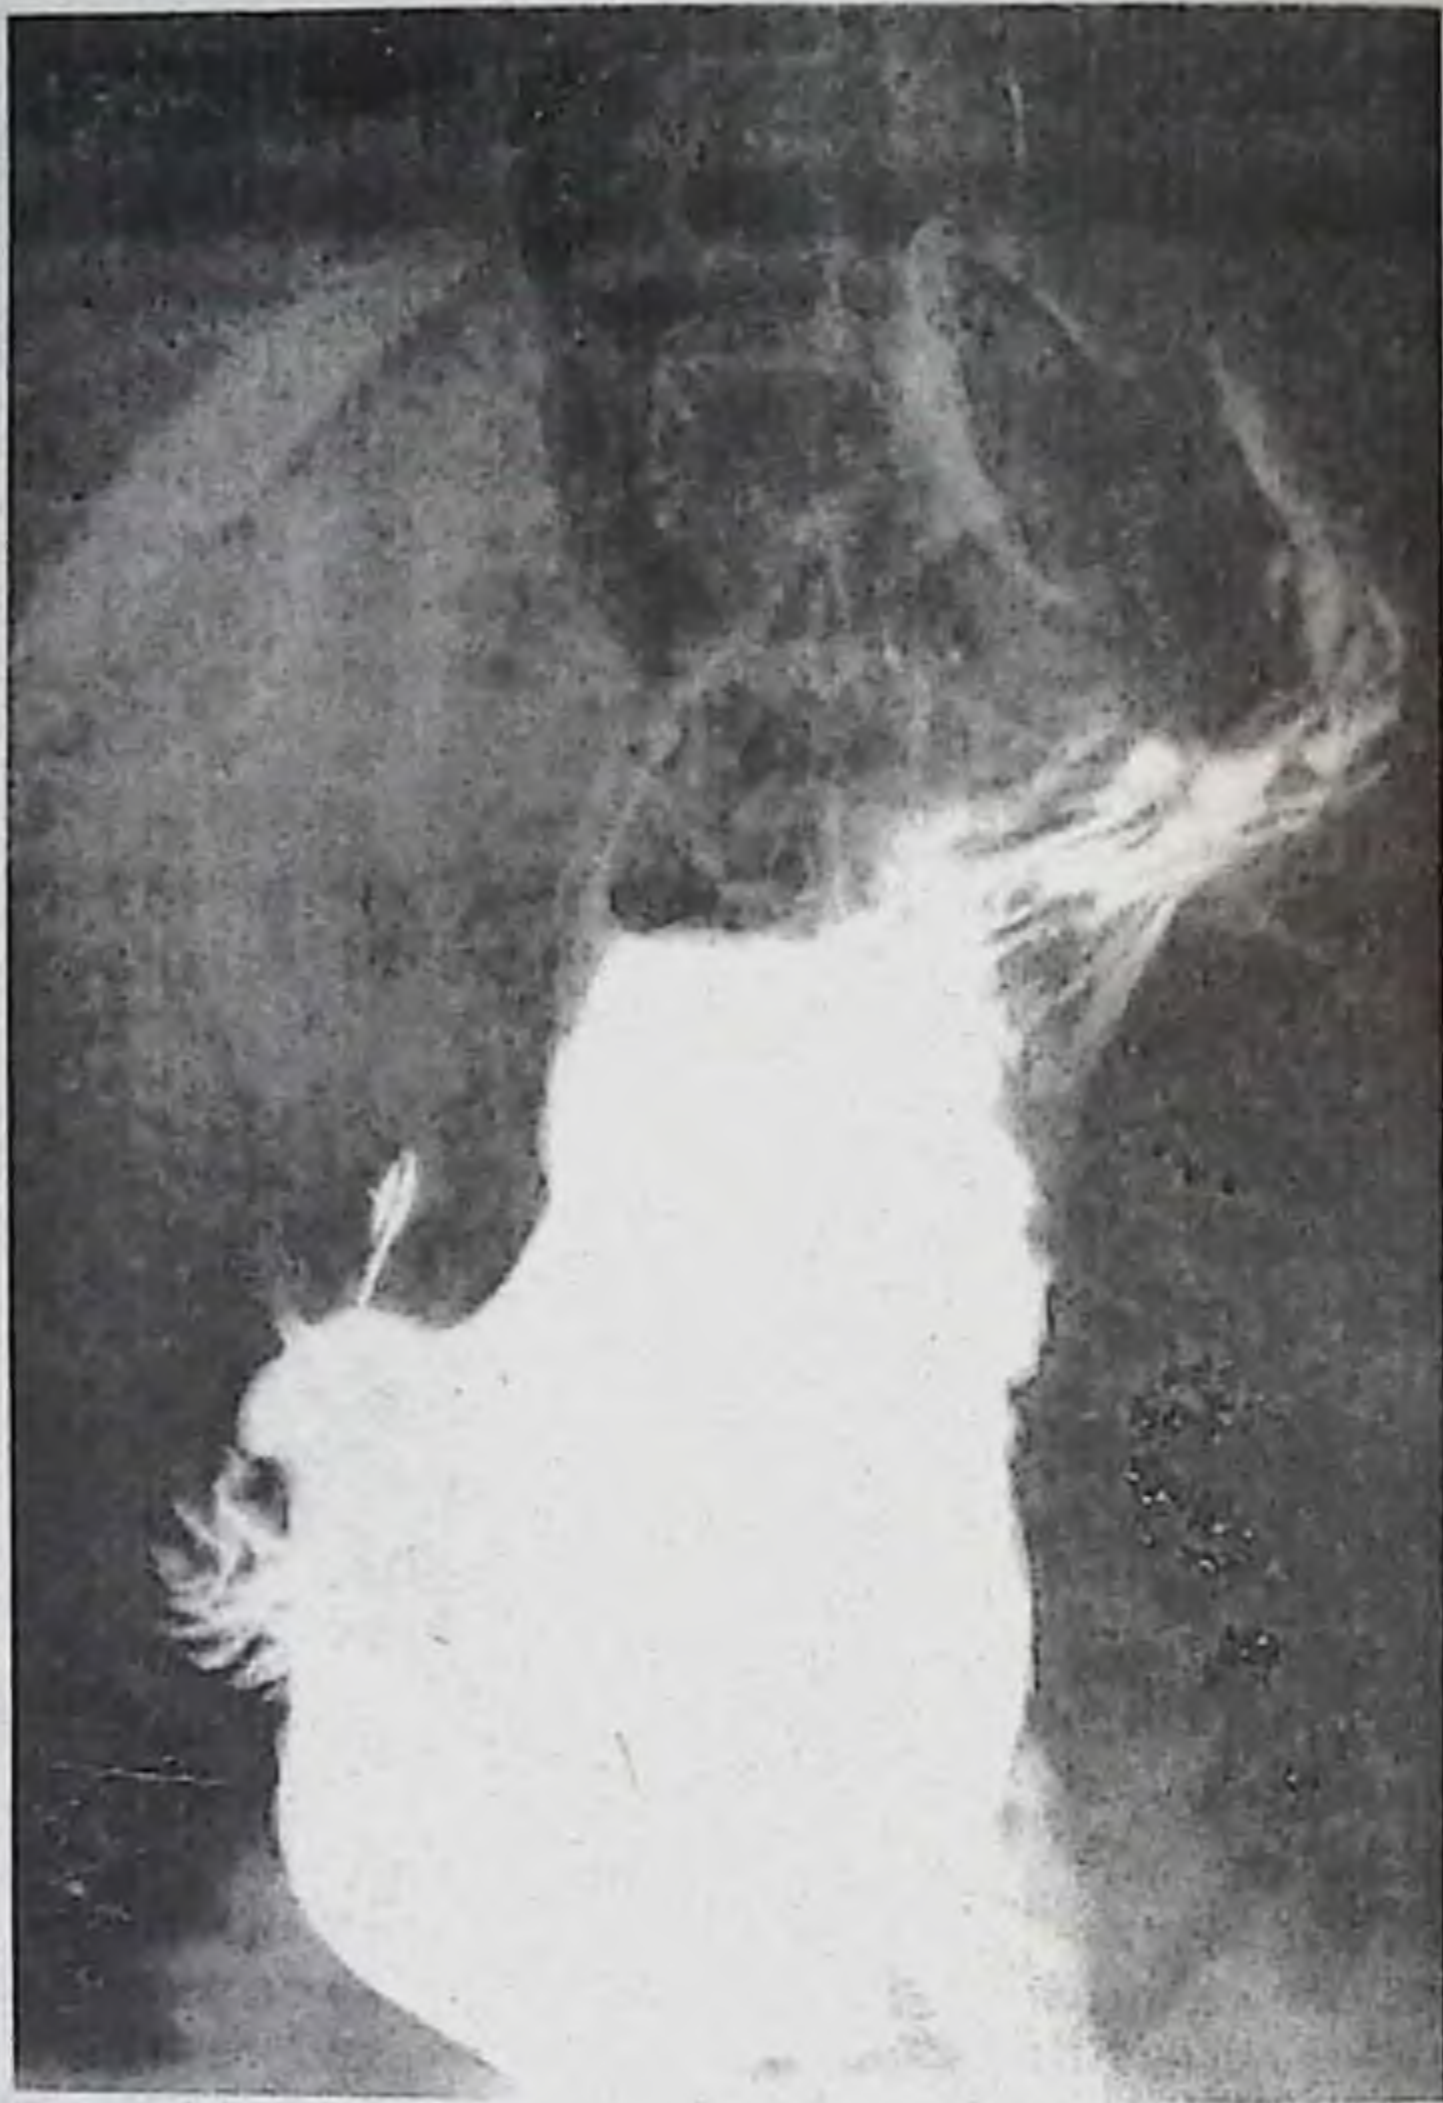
Распространение рентгеноконтрастного вещества за пределы желудка при перфоративной язве.
